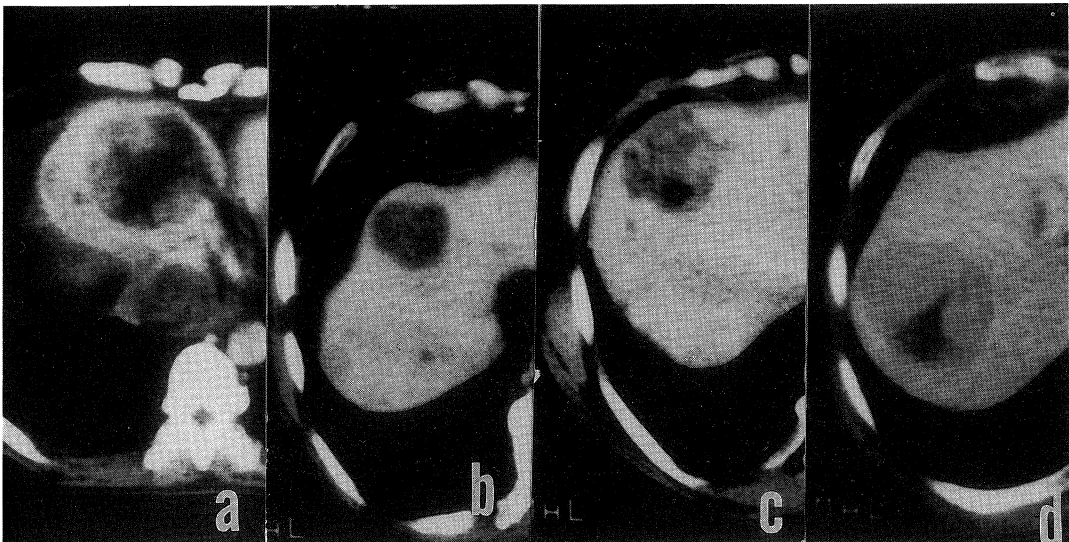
CT after PEIT. Four pattern of necrosis are noted; clover type (a), spheroid type (b), spotty type (c) and wedge-shaped type (d)
